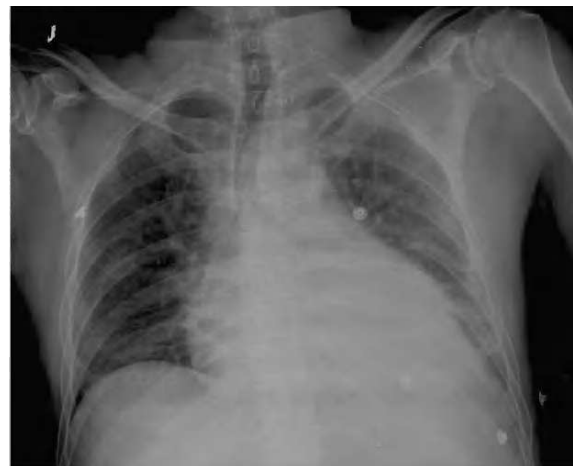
Radiografía posteroanterior de tórax; cardiomegalia y borramiento costofrénico izquierdo.
